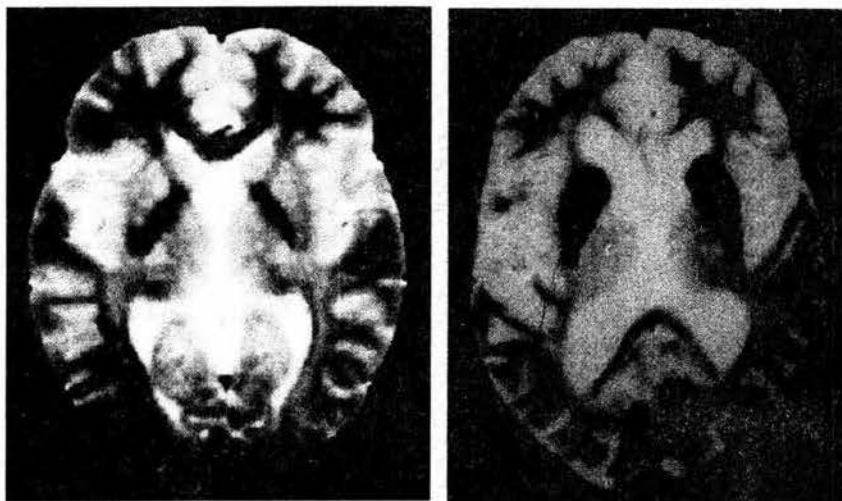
Corte axial del encéfalo a nivel del estriado. Mediante IRM 3 Tesla en secuencia T2. Se observa el trofismo normal de las estructuras en un sujeto normal (izquierda) mientras una importante atrofia subcortical se observa así como los depósitos metálicos en el área estriatal en un sujeto con enfermedad de Huntington (derecha).
